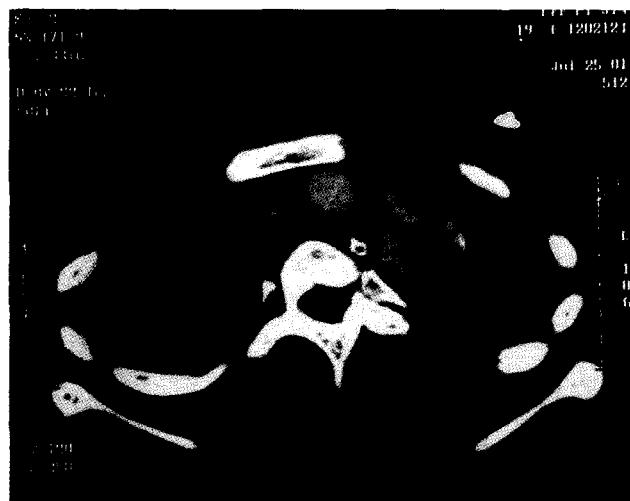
Postoperative chest CT scan reveals release of airway compression and relatively normal position of the innominate artery.
